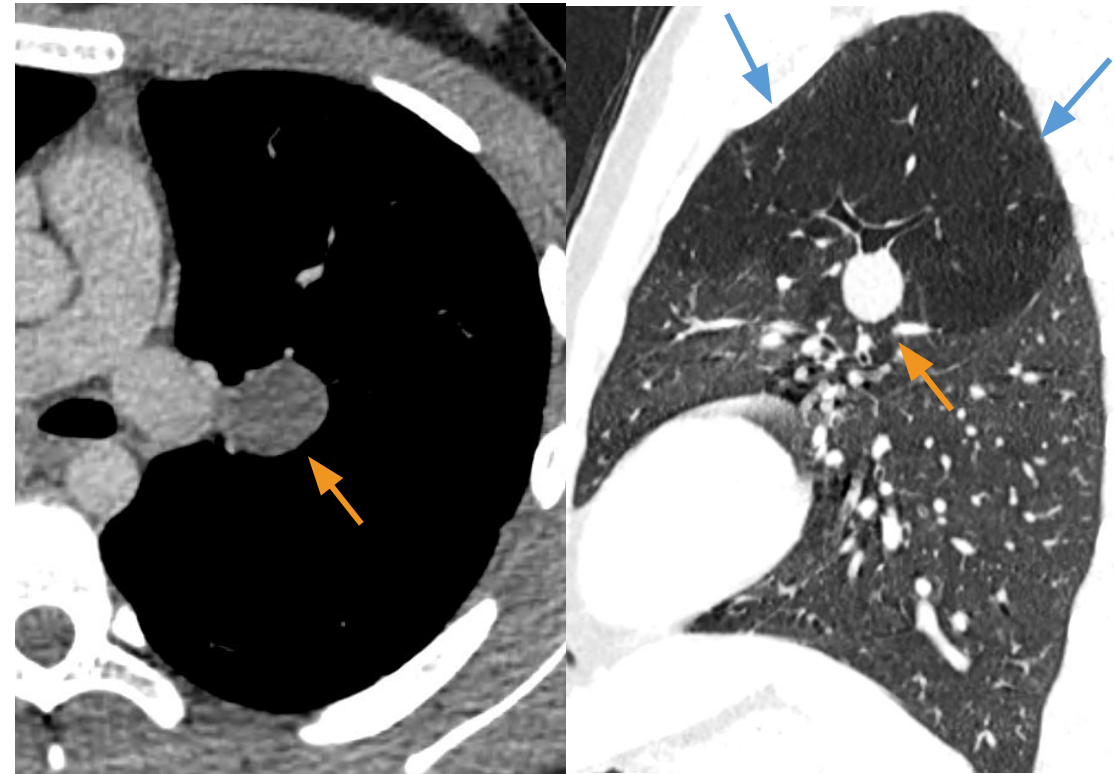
Corte TC axial con contraste en ventana mediastínica y sagital en ventana pulmonar. Muestran un nódulo bien definido, sin realce, a nivel central en el LSI compatible con un broncocele (flecha). Asocia hiperclaridad de los segmentos apicoposterior y anterior (flecha).
